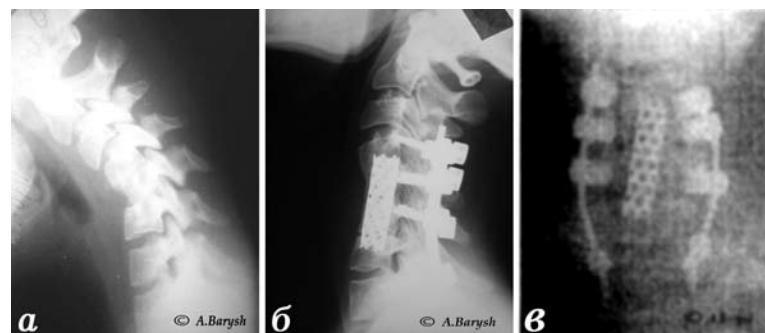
Фотоотпечатки рентгенограмм больной М., которой выполнен комбинированный мультисегментарный передний межтеловой металлокерамоспондилодез $C_{IV}-C_{VII}$ и задний аутокостнопластический цервикоторакоспондилодез $C_{IV}-T_1$: а — рентгенограмма в боковой проекции до операции (3 мес после травмы и переднего межтелового аутокостнопластического цервикоспондилодеза $C_{IV}-C_{VII}$); б и в — рентгенограммы в боковой и переднезадней проекциях через 24 мес после операции.
